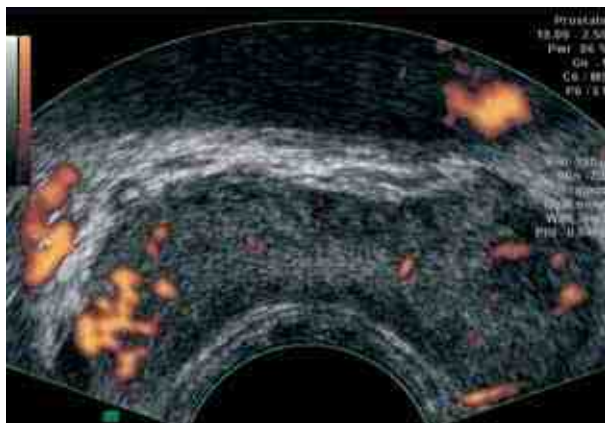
ТРУЗИ при остром везикулите. Усиление сосудистого рисунка. Энергетическая доплерограмма
